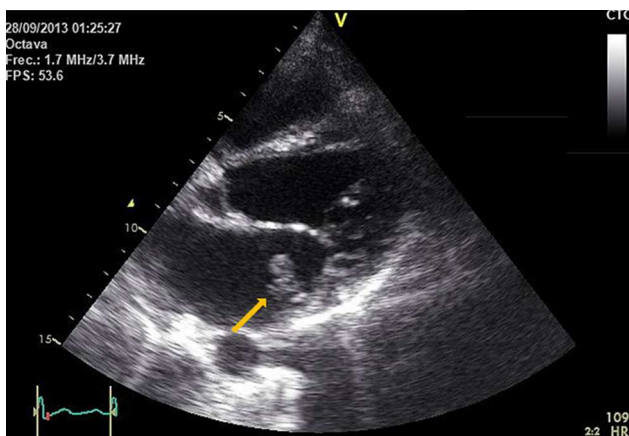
Ecocardiografía transesofágica que muestra vegetación sobre el velo posterior de la válvula mitral (flecha).
